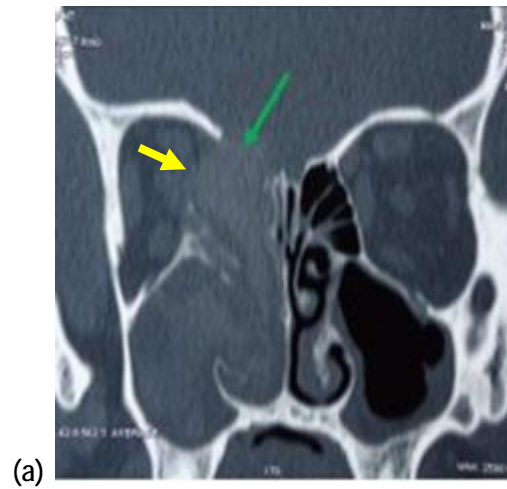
Tomodensitométrie (TDM) en coupes coronale (a), axiale (b) : comblement pansinusien hétérogène droit associée à une lyse osseuse et une extension endocranienne (flèche verte) et une extension orbitaire (flèche jaune) dans le cadre d'une forme pseudo tumorale. [92]
